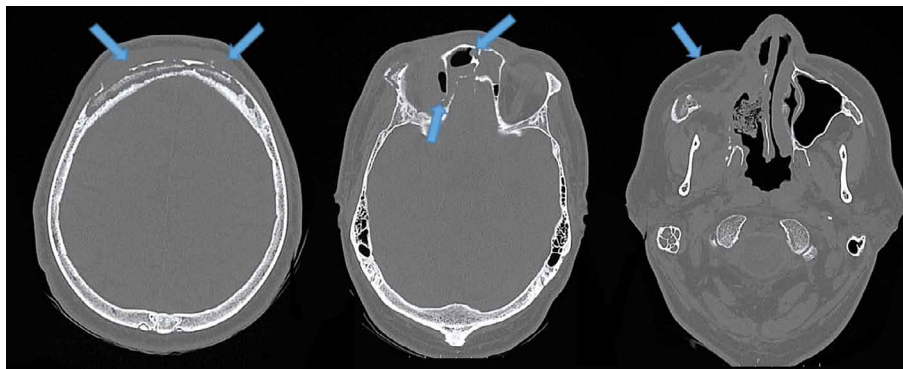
КТ головного мозга при повторной госпитализации. А — признаки деструкции лобной кости; В — пузырьки газа с наличием жидкостных скоплений; С — Состояние после секвестрэктомии верхней челюсти справа.
